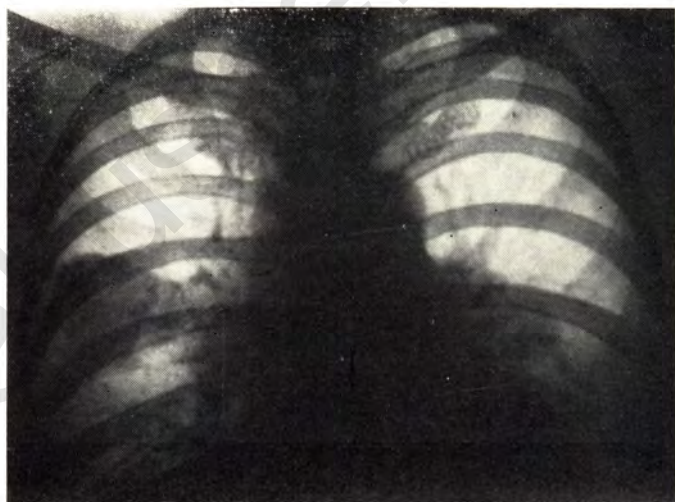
Обзорная рентгенограмма. Двусторонние метастазы рака шейки матки в легких.
